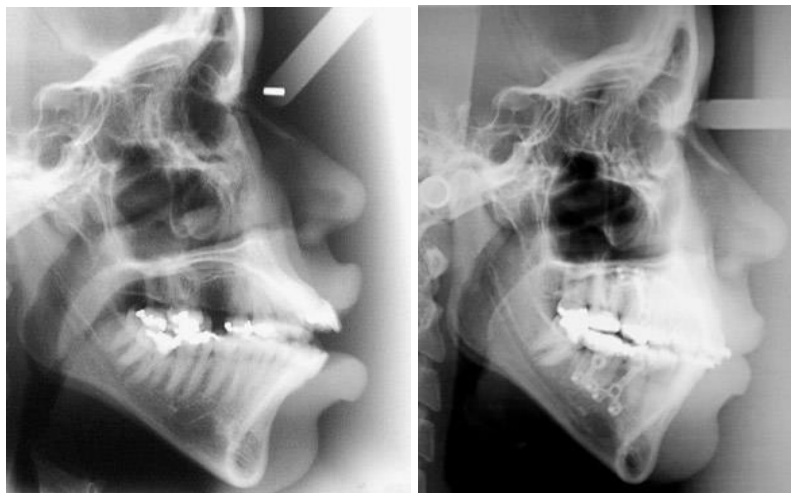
Telerradiografias inicial e no final do tratamento, auxiliando a visualização da mudança do perfil e fechamento da mordida aberta.
